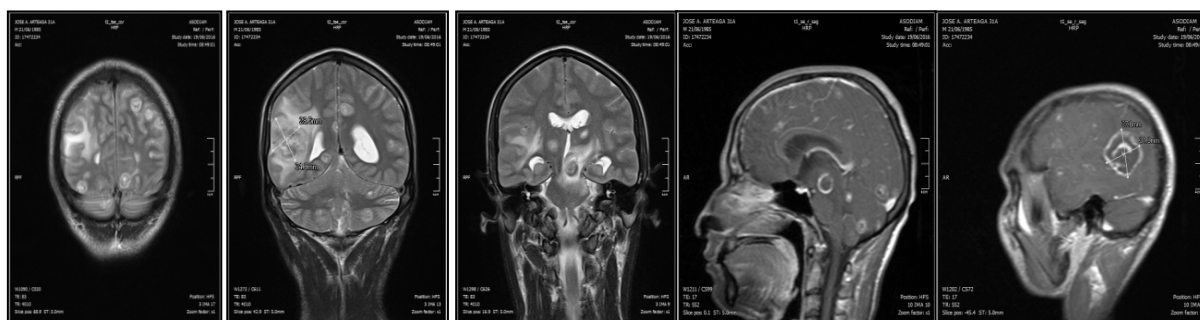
Caso JA. RM axial T2: (a): Lesiones circunscritas localizadas en la convexidad de la corteza cerebral rodeadas de un halo hiperintenso sin edema perilesional con nódulo excéntrico hiperintenso en su interior, correspondiente al escólex de cisticerco. (b): Lesión dominante nodular (28,5x34,9 mm) con halo difuso, contenido de intensidades mixtas localizada en la corteza parietal posterior derecha en adyacencia al cuerno posterior del ventrículo lateral ipsilateral, el cual se colapsa de manera parcial por una área reforzada de edema perilesional (Granuloma). Cisticerco coloidal en Hemisferios cerebelosos. (c) Granuloma localizado en tallo cerebral (mesencéfalo) edema perilesional se extiende hacia la protuberancia, lo que explica el compromiso de los pares craneales. (d)(e): RM sagital T1 Cisticercos Vesiculares múltiples, Lesiones hipointensas en esta Secuencia, con escólex excéntrico hiperintenso en su interior. Granuloma parietal derecho.
